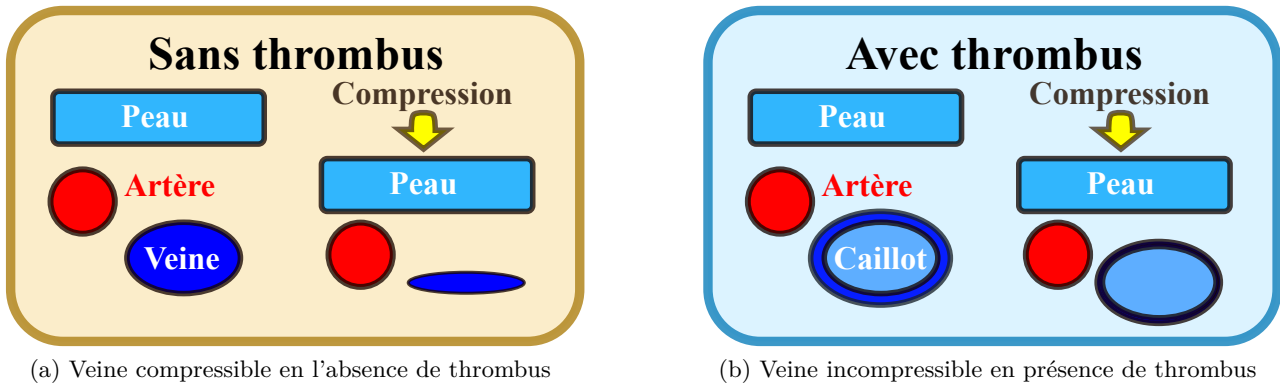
Diagnostic d'une thrombose veineuse profonde en testant la compressibilité de la veine par échographie (en coupe transversale du thrombus).
